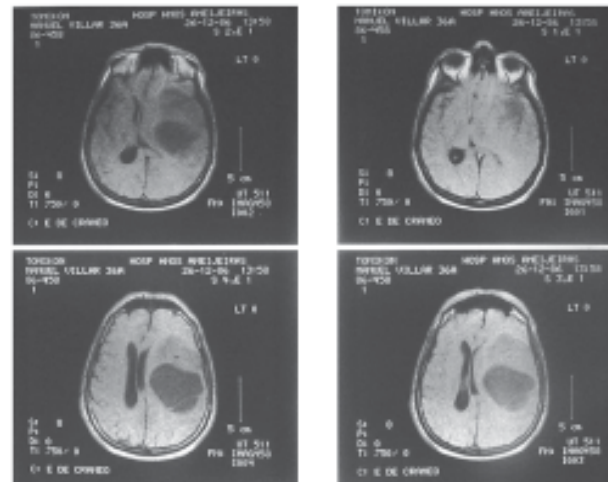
Resonancia magnética por imágenes en un paciente con tumor cerebral frontoparietal.
